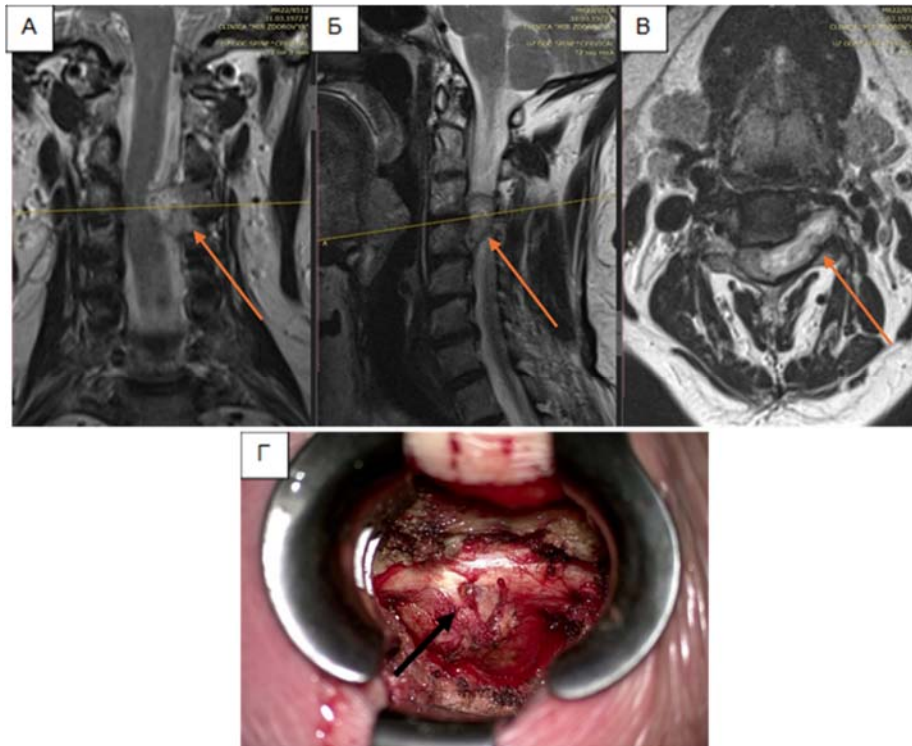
Пациентка К. Шваннома на уровне С3-С4 позвонков. МРТ-изображения в коронарной, сагиттальной (Б) и аксиальной (В) плоскостях в Т2 режиме с контрастным усилением, а также интраоперационное расположение опухоли (указано стрелкой)
